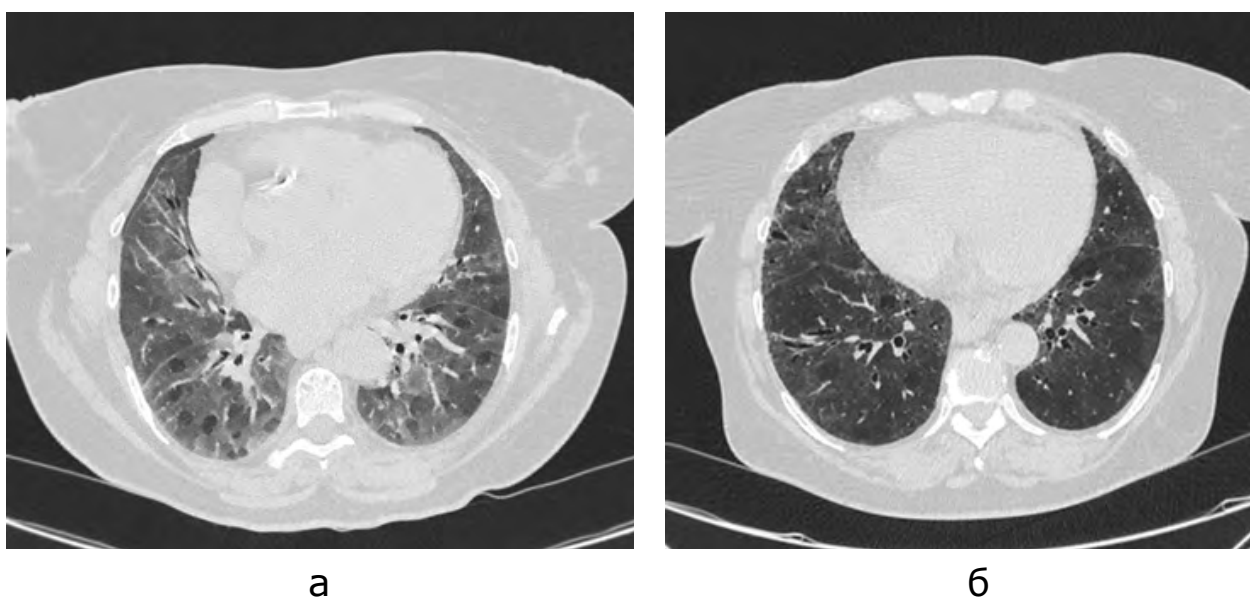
МСКТ ОГП аксиальные сканы (а-исходное сканирование, б-динамика через 4 года). Паттерн НСИП при динамическом наблюдении с выраженными признаками нарастающего фиброза в динамике, формирование паттерна вероятной ОИП у пациента со склеродермией.
